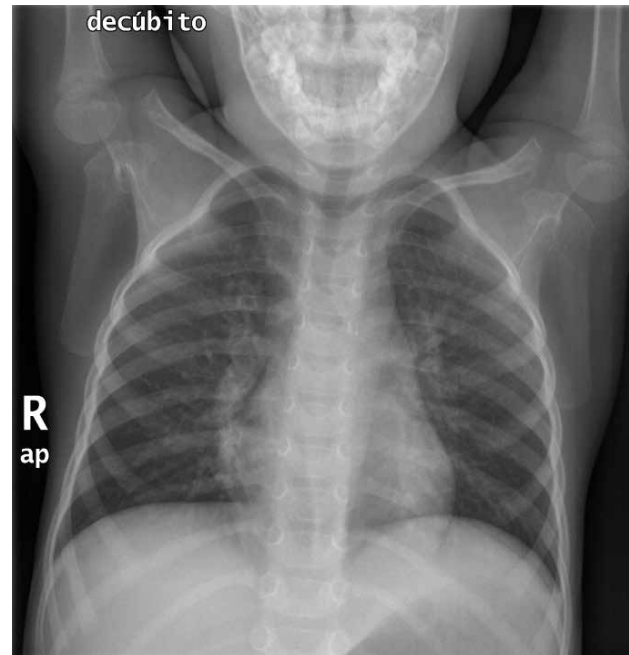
Radiografía tórax PA en primer episodio.
